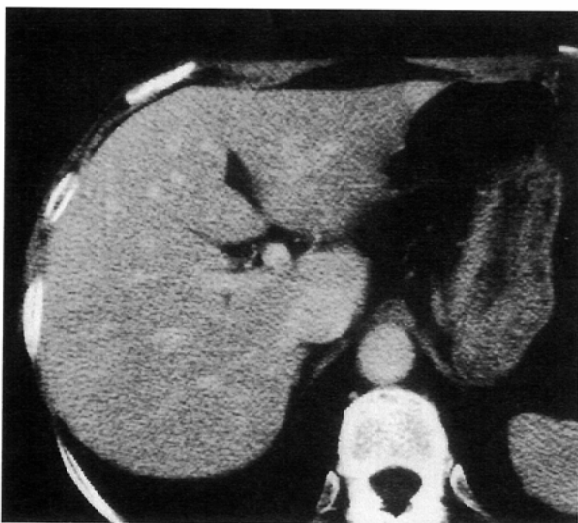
Helical CT image of the liver shows poorly enhanced vessels and liver parenchyma. Patient received a volume of 1.0ml/kg of contrast medium.
